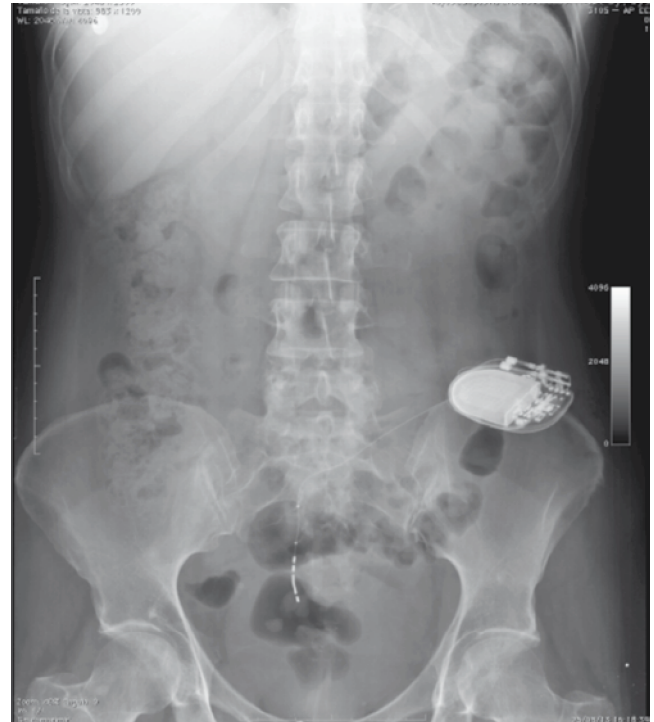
Radiografía simple de abdomen que evidencia la adecuada colocación del implante.
